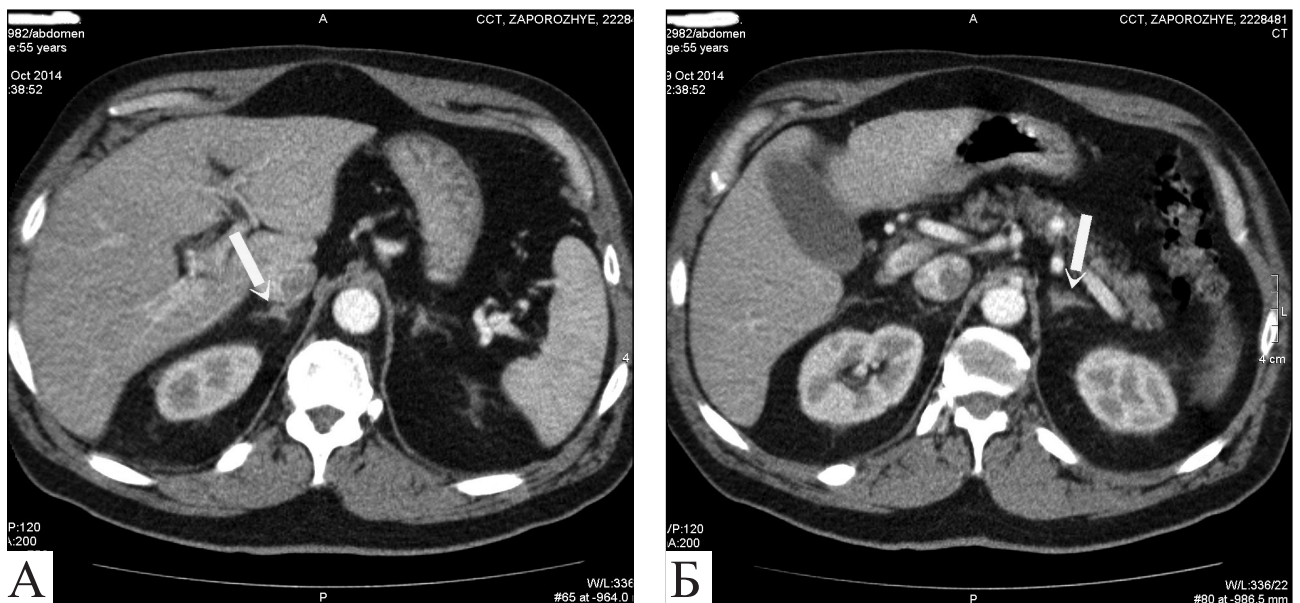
КТ: признаки нодулярной гиперплазии надпочечников. А — правый надпочечник; Б — левый надпочечник
